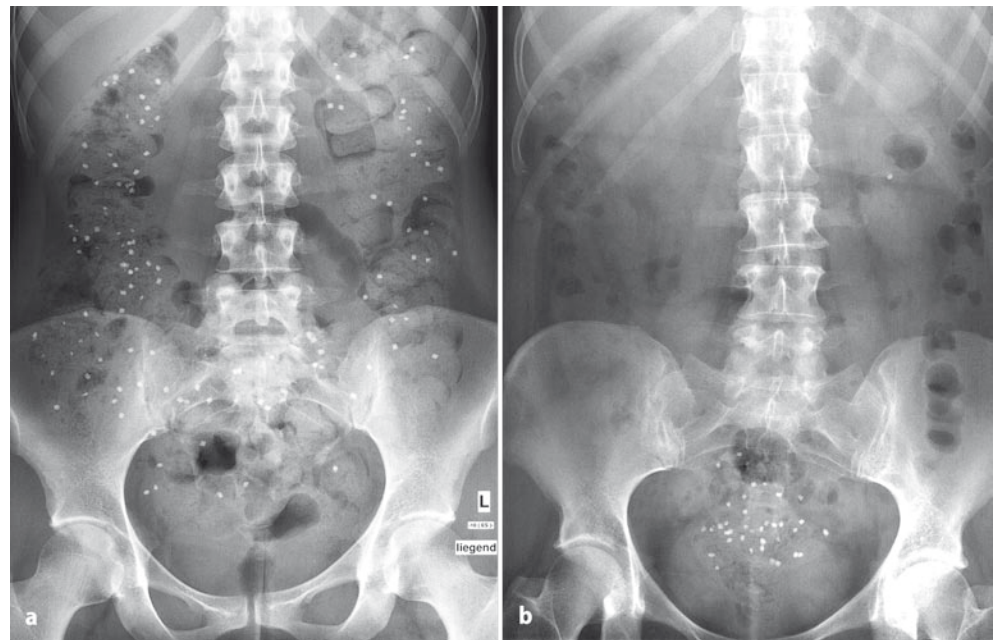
b ▲ Hinton-Test: Patienten erhalten über 6 Tage jeweils 20 röntgendichte Marker, am 7. Tag erfolgt die Röntgenaufnahme des Abdomens. Anhand der Summe der verbleibenden Marker im Kolon wird die Passagezeit ermittelt. a Slow-Transit-Obstipation, b Outlet-Obstipation
